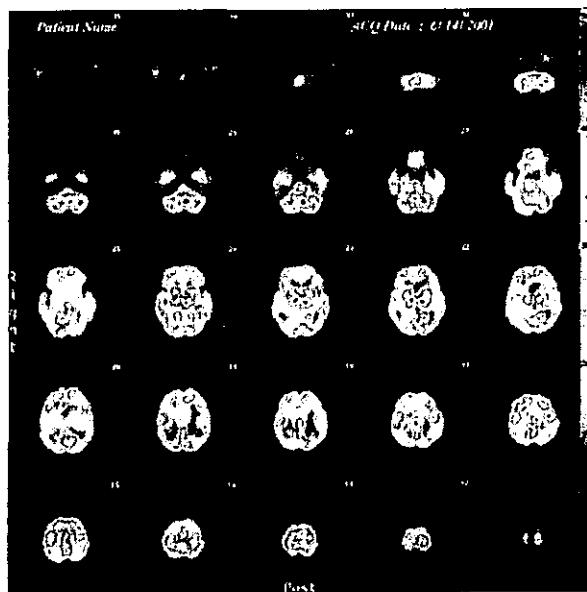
進行期に痴呆症状を呈したパーキンソン病患者の脳血流SPECT (症例1. 左:74歳時、右:75歳時) ;病期の進行とともに、後頭葉も含めた全般的な血流低下が進行している。視床の集積は比較的高い。
